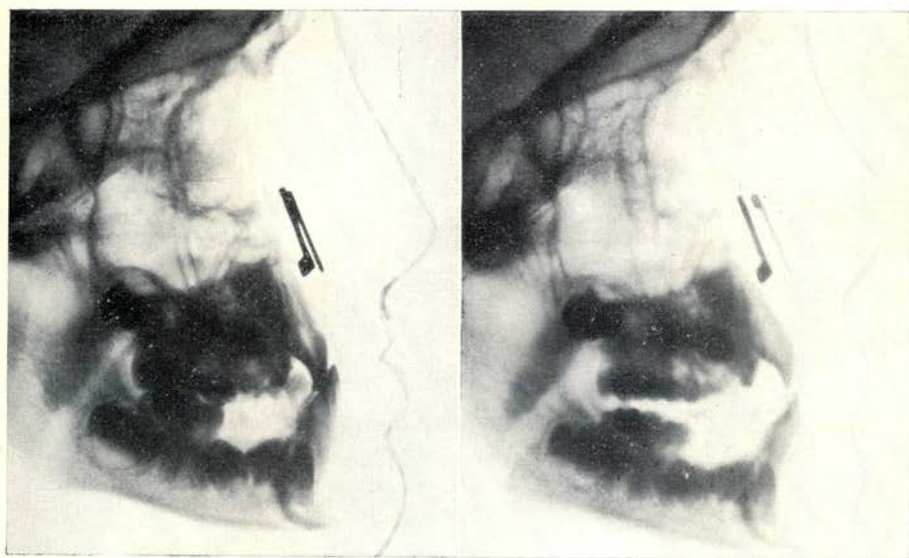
Röntgenschedelprofielfoto van patiënt 2. Progene dwangbeet
